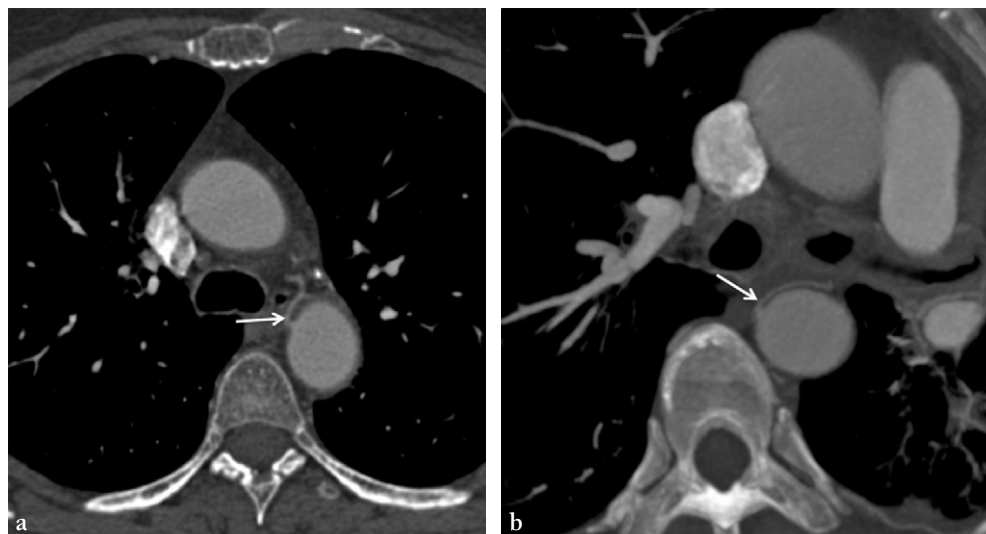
Coupes TDM dans le plan axial en fenêtre médiastinale.
